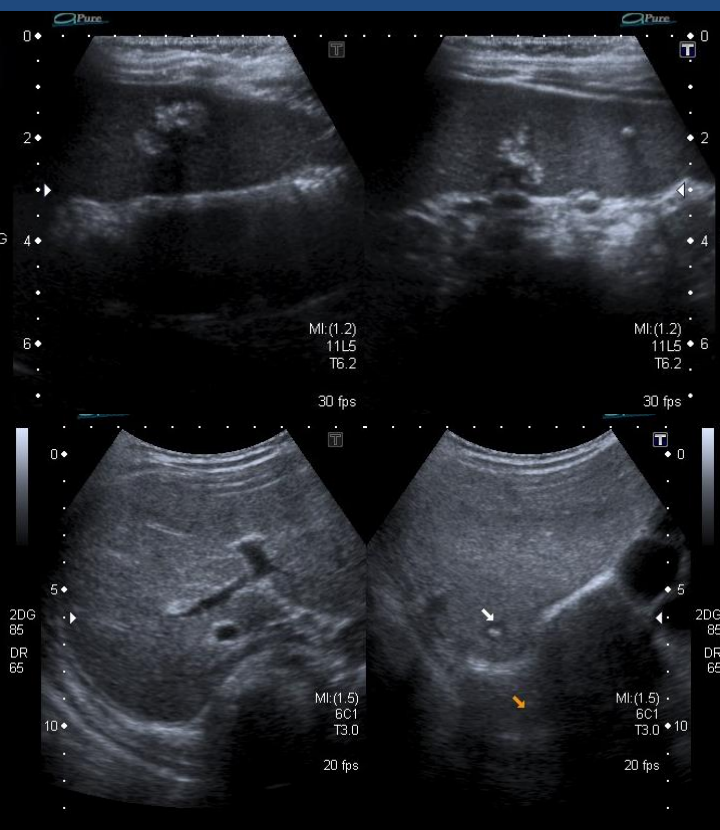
Paciente de 45 días de vida con TBC congénita. En ecografía abdominal Calcificaciones en bazo y segmento VI hepático.
